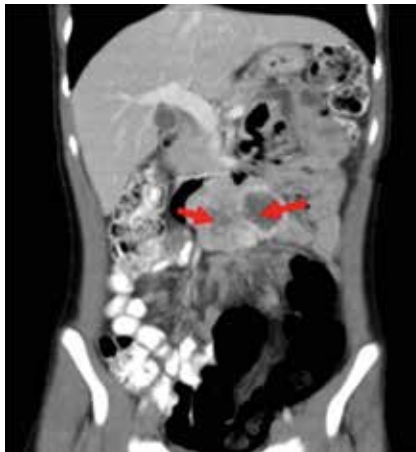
TAC abdominal contrastada. Masa retroperitoneal homogénea (flechas rojas), con áreas de menor densidad en localización central que podrían estar en relación con cambios por necrosis con unas dimensiones de 78x10x51 mm. Vena cava (flecha amarilla), aorta (flecha azul).
